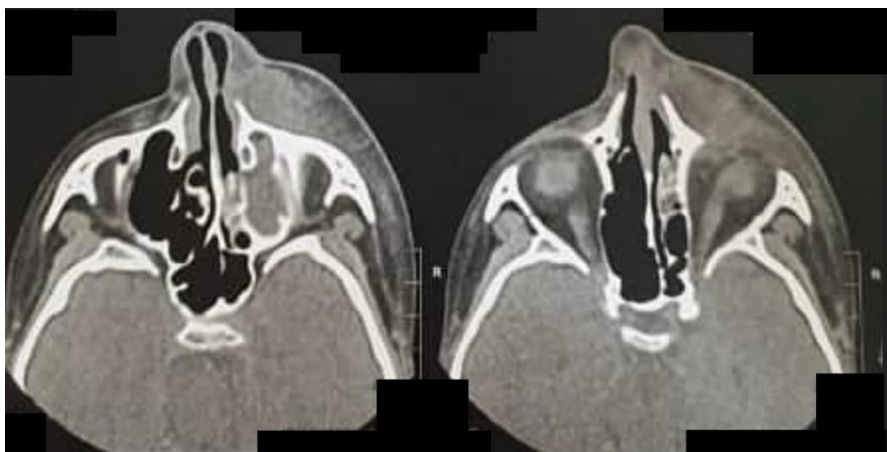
Tomografia computadorizada de crânio revelando edema em de partes moles em hemiface esquerda.
